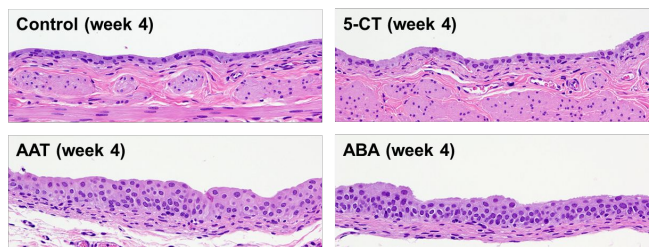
対照群、5-CT、AAT および ABA 投与群における膀胱粘膜。AAT および ABA 投与群は、膀胱粘膜の軽微～軽度の単純過形成を示した。
